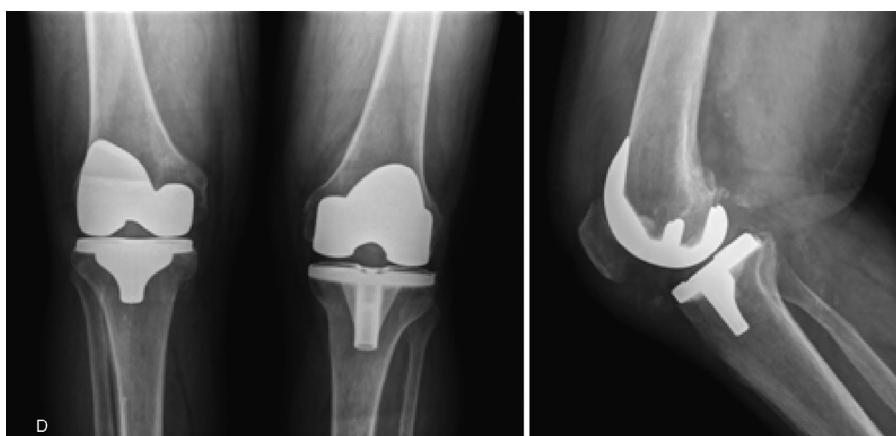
Radiografia dos joelhos em carga e perfil do joelho direito após seis meses de artroplastia total.
